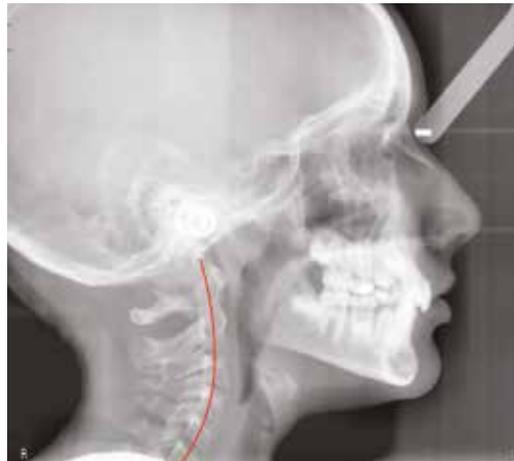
Dettaglio della teleradiografia iniziale che mostra la riduzione dello spazio intervertebrale tra C2-C3
